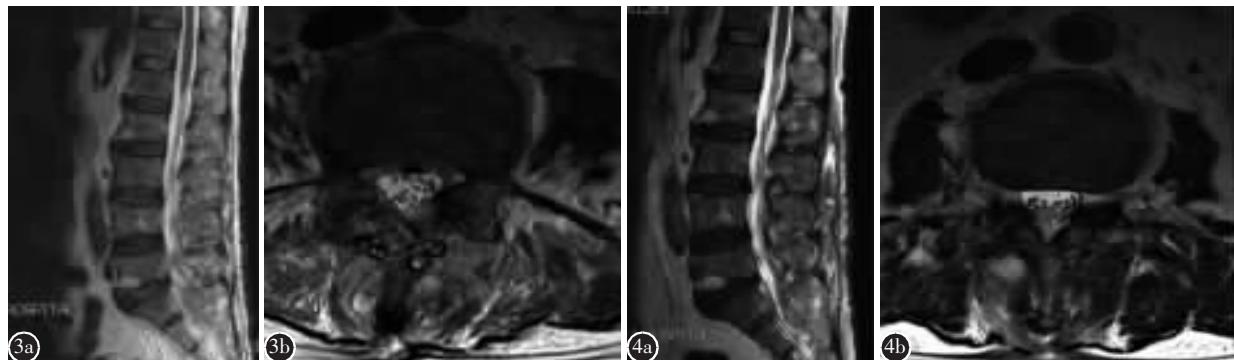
术后3d腰椎MRI a 矢状位T2像提示:L3~S1硬膜囊后方异常高信号消失,硬膜囊复张 b 横断位提示:硬膜囊后方异常高信号消失,硬膜囊复张,马尾神经清晰,椎旁肌异常高信号消失,椎旁肌内可见引流管 图4 术后1个月腰椎MRI a 腰椎MRI矢状位T2像提示:L3~S1硬膜囊后方无异常高信号 b 腰椎横断位MRI提示:硬膜囊后方异常高信号消失,马尾神经清晰,椎旁肌无异常高信号
